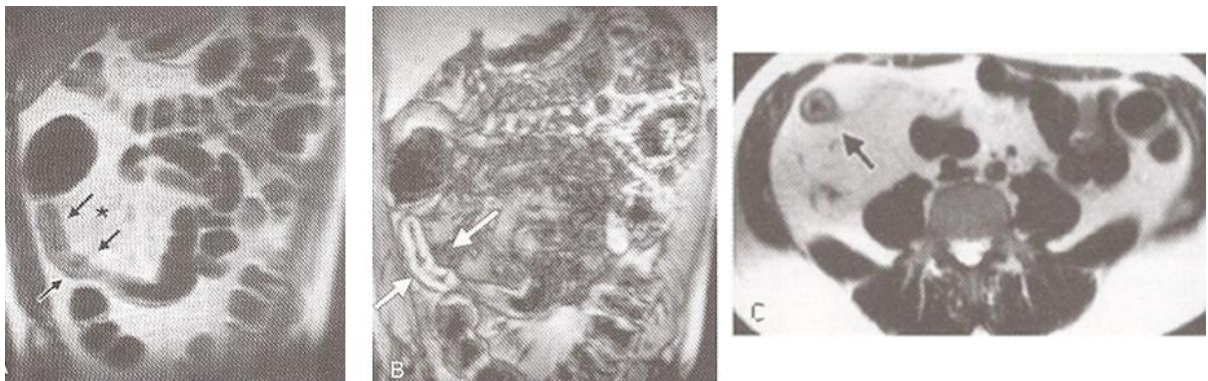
Imágenes de Resonancia Magnética en un paciente con enfermedad de Crohn. A. Secuencia T2 en plano coronal después de la ingestión de contraste oral negativo; el asa anastomótica muestra engrosamiento de la pared y disminución del lumen (flechas negras), también se observa proliferación del tejido fibroadiposo mesentérico(\*). B Secuencia T1 con contraste, donde se observa el reforzamiento de la pared (flechas blancas) C. Secuencia T2 en corte transversal donde se demuestra el engrosamiento de la pared (flecha). Yamamoto Furusho, J. K. Enfermedad inflamatoria intestinal, aspectos básicos y clínicos. Ed. Alfil; 2010.
